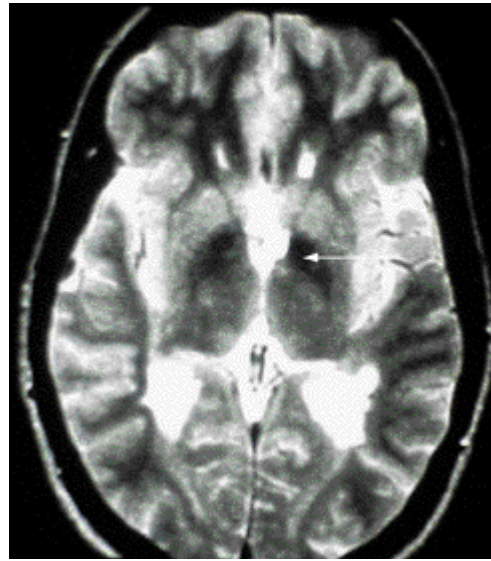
IRM mostrando depósitos de hierro Que se observan como áreas hipointensas en T2 ("T2 negro"). (flecha)
